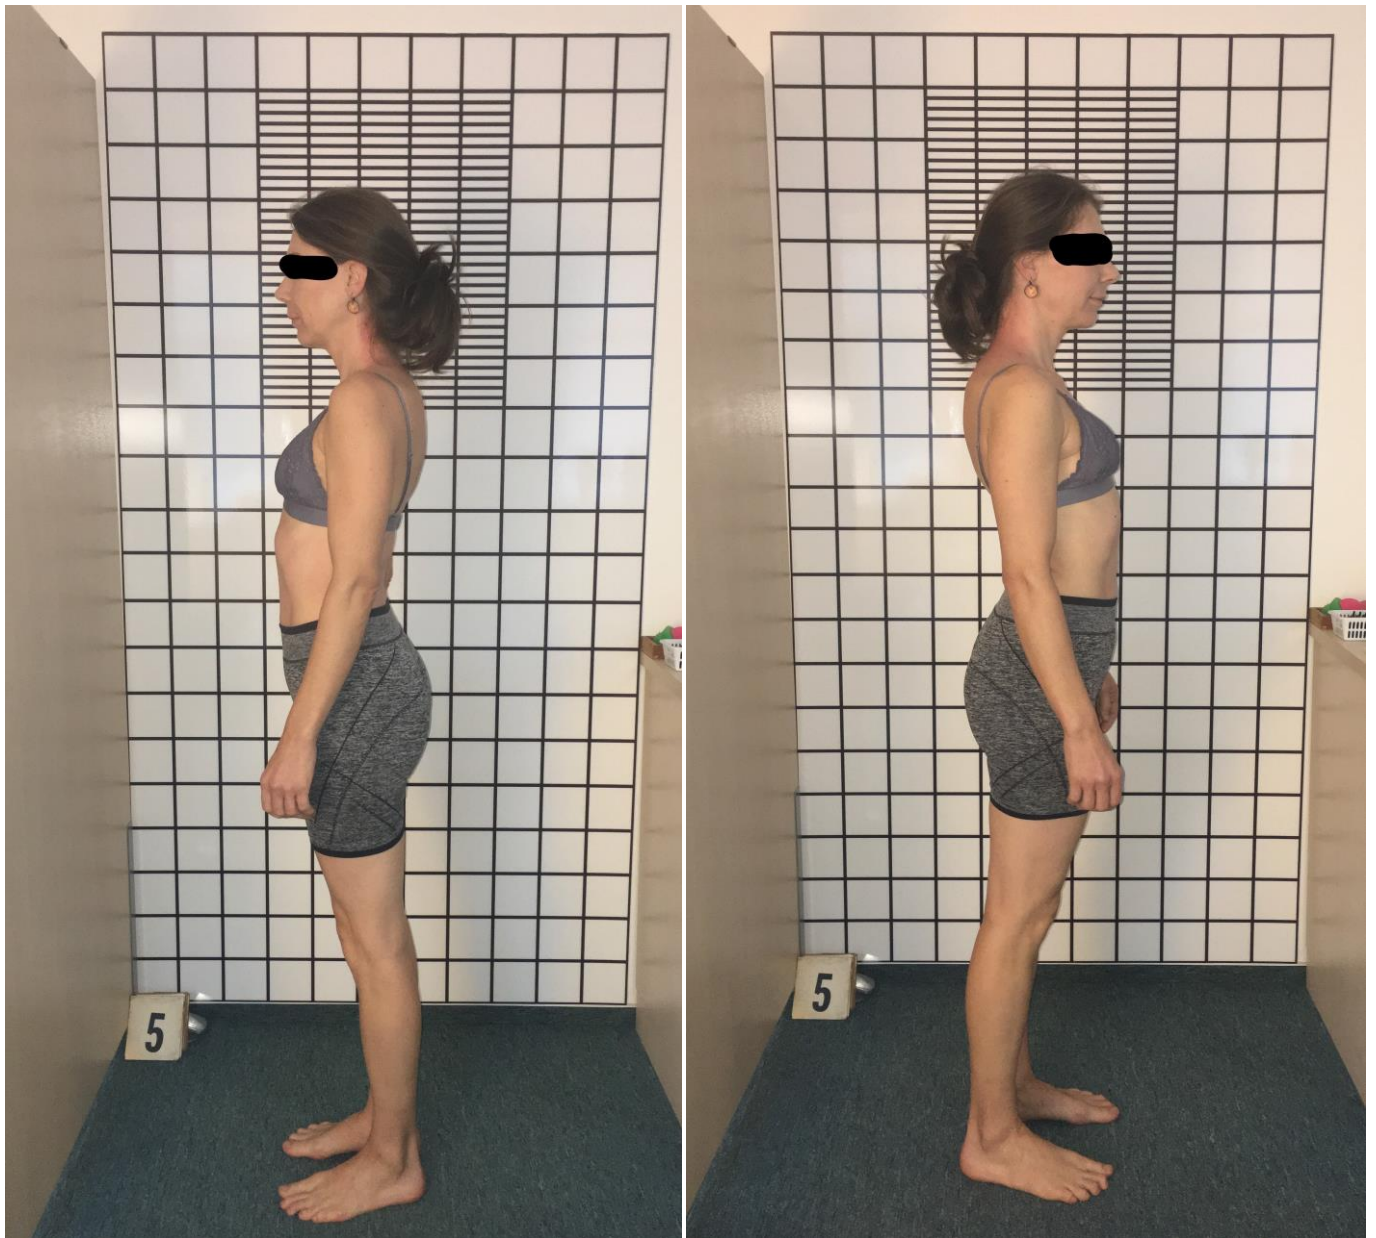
a obrázek č. 15: Fotografie probanda TK po 4. terapii – levý a pravý bok
